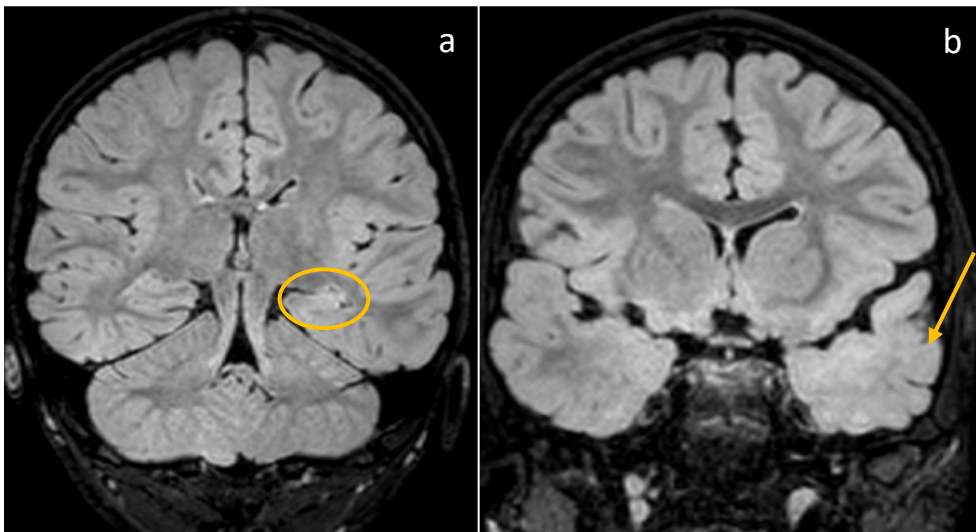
(a) Imagem de RM, T2/FLAIR, corte coronal. Círculo amarelo- hiperintensidade do hipocampo esquerdo. (b) Imagem de RM, T2/FLAIR, corte coronal. Seta amarela- polo temporal esquerdo, com indefinição da interface cortico-subcortical e aumento do sinal da SB subcortical.
